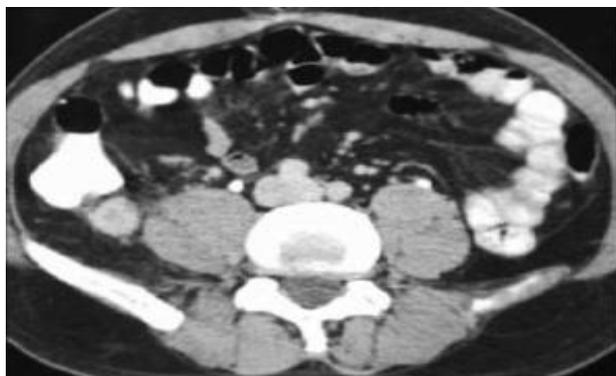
Tomografia computadorizada de apêndice. Fonte: Revista Brasileira de Radiologia, 2007¹¹.
